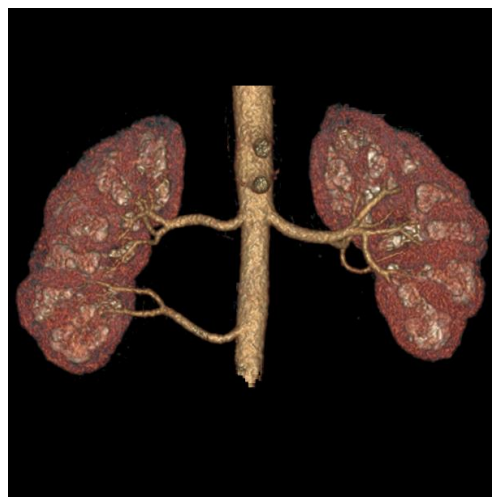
Компьютерная томография, 3D-реконструкция. Две равнозначные почечные артерии справа
